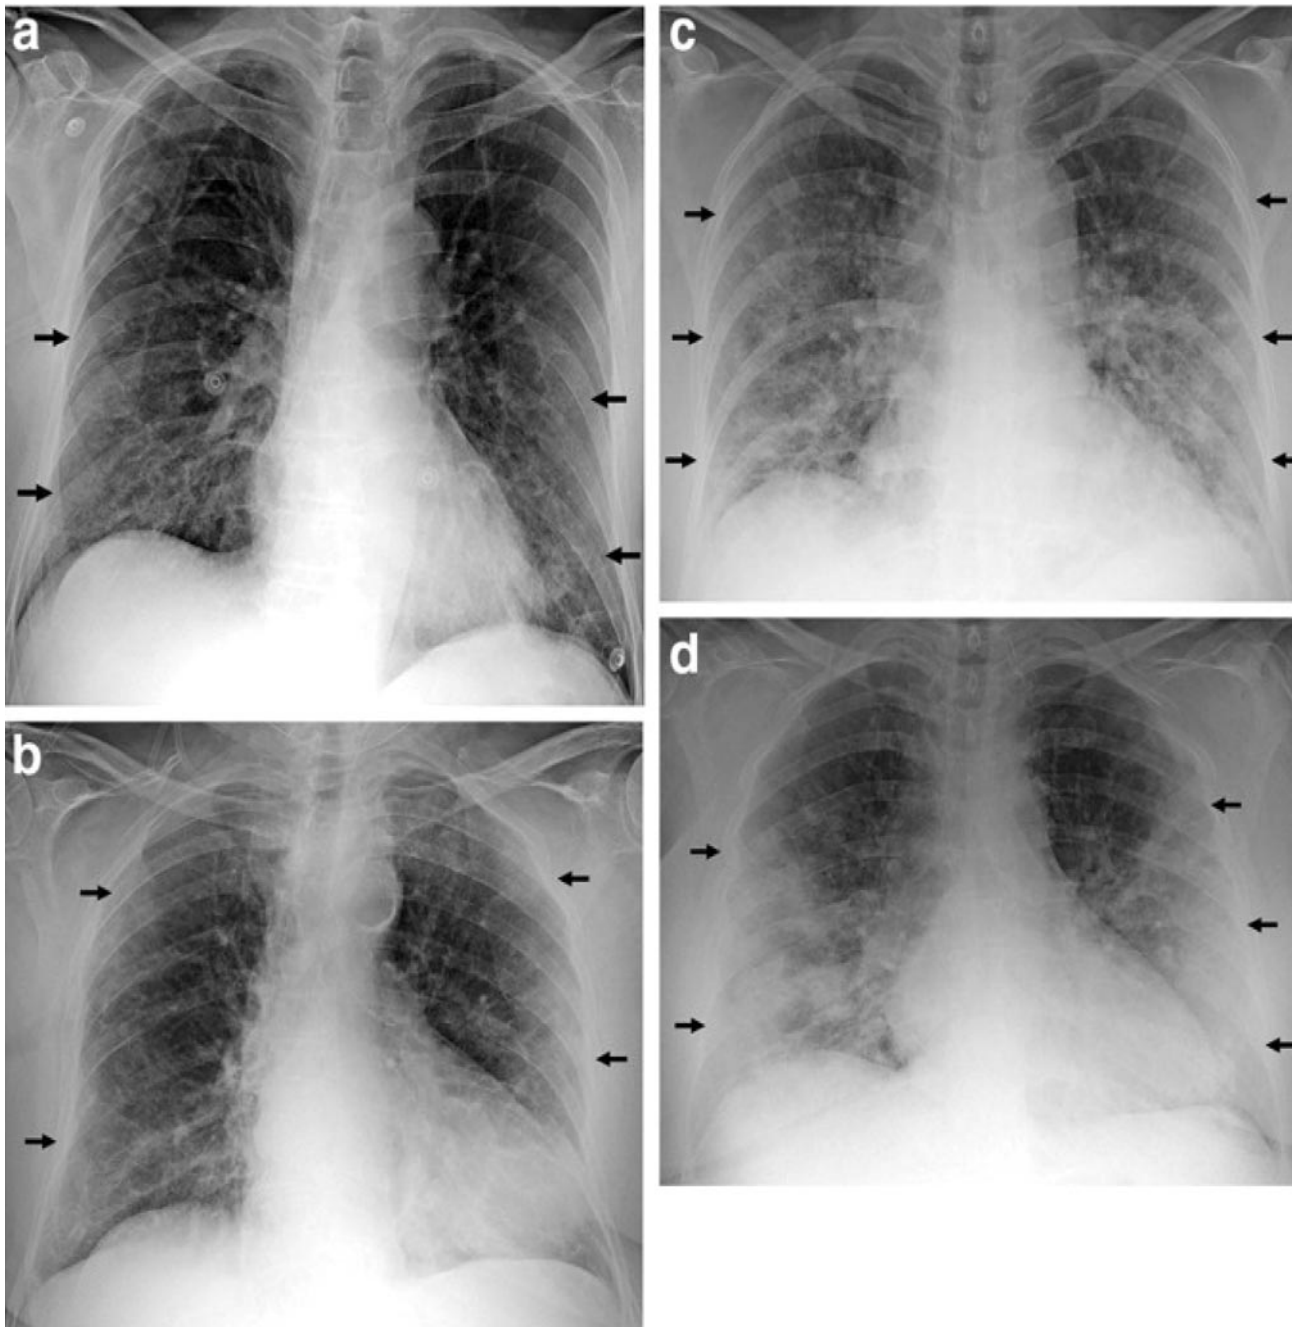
Група А (а): рентгенографія грудної клітки 78-літнього чоловіка, (перші 2 дні з моменту появи симптомів), показуюча двостороннє ретикулярне змінення в середньому і нижньому легочних полях (стрілки). Група Б (б): рентгенографія грудної клітки 79-літньої жінки, (3–5 днів з моменту появи симптомів): двосторонні затемнення в вигляді периферического матового скла (стрілки) і слабкі ретикулярні змінення в правому нижньому полі. Група С (с): рентгенографія грудної клітки 60-літньої жінки (6–9 днів з моменту появи симптомів): двостороннє і симетричне змінення легочного рисунка з зонами матового скла, пятнистими ущільненнями (стрілки); ретикулярні змінення в правому нижньому і середньому полях. Група D (d): рентгенографія грудної клітки 61-літньої жінки (через 10 днів після появи симптомів), показуюча двосторонні і симетричні обширні ущільнення (стрілки).
